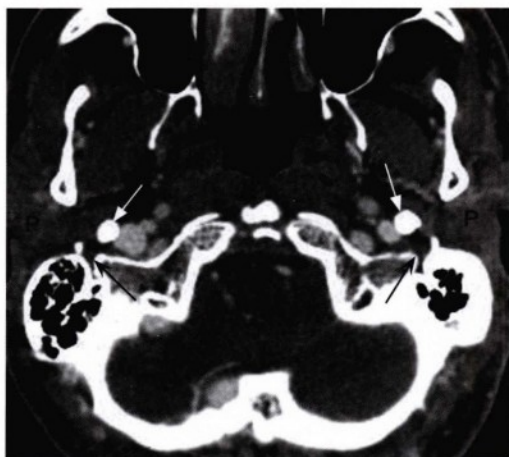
低位颅底水平的轴位增强CT软组织窗，显示了双侧茎乳孔的正常结构（黑箭头），位于茎突（白箭头）的后外侧。P为正常腮腺组织。
